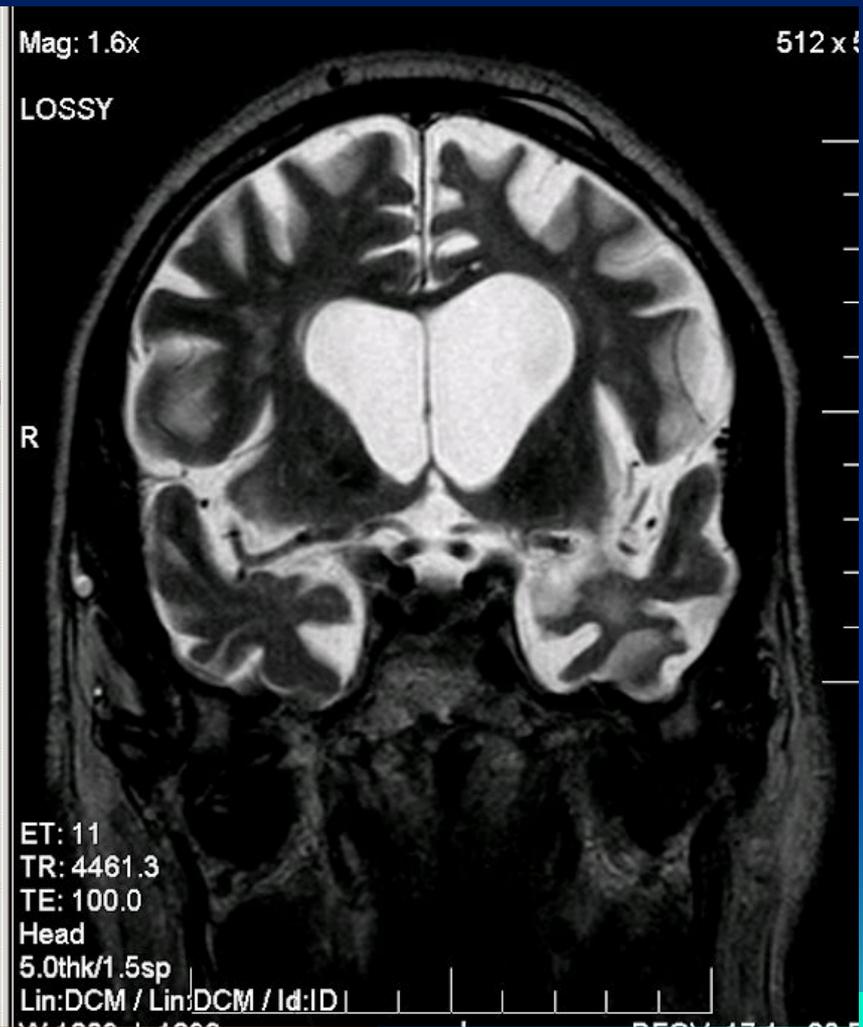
МРТ головного мозга пациента с деменцией с тельцами Леви. Расширение боковых желудочков, максимально выраженное в области задних рогов.
